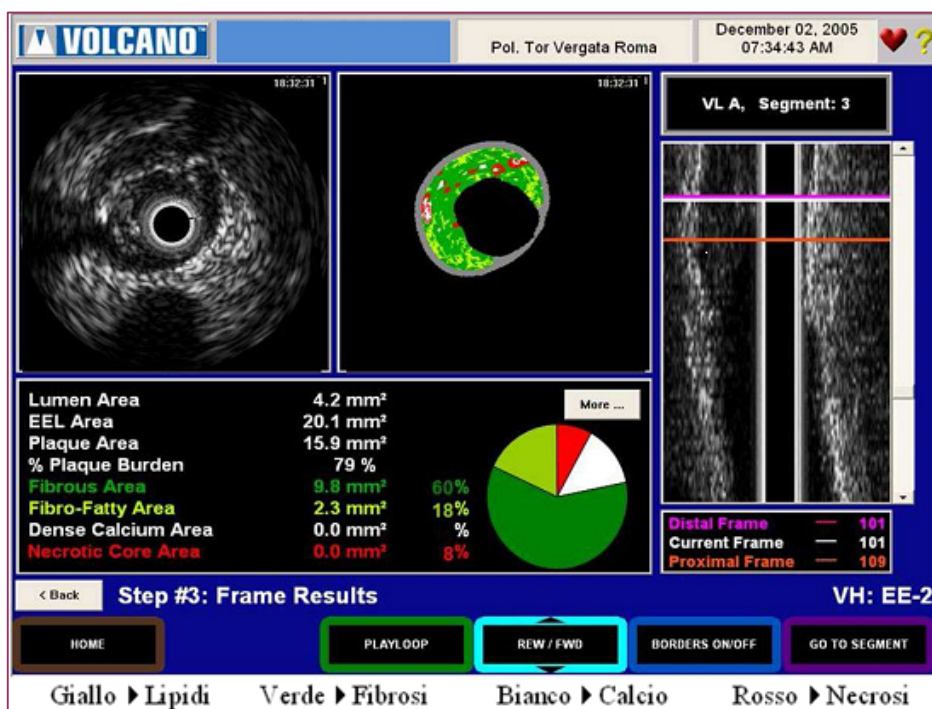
Immagine ultrasonografica intravascolare (IVUS).
